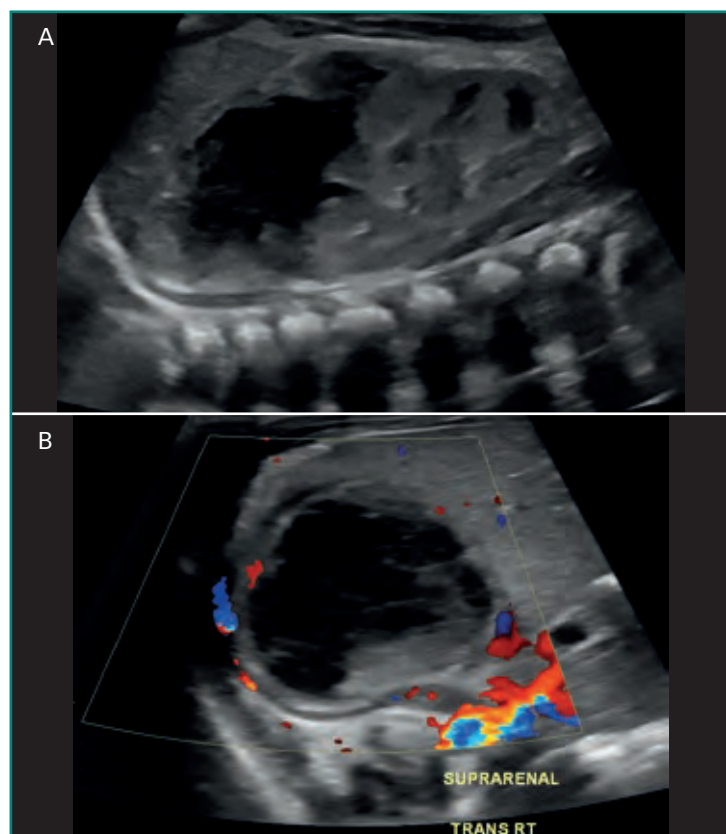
Hemorragia suprarrenal. Neonato varón de una semana de edad, macrosómico y nacido por parto de nalgas. A: ecografía renal, corte longitudinal centrado en el espacio suprarrenal derecho. Se observa una masa hipoecogénica (p. ej., predominantemente oscura) con efecto de masa sobre en polo superior del riñón ipsilateral, inmediatamente caudal. B: proyección transversal de la misma lesión en el mismo estudio con *doppler* color que demuestra ausencia de flujo sanguíneo vascular interno. En consecuencia, una neoplasia sólida es altamente improbable. La ecografía de seguimiento un mes más tarde mostró una marcada disminución de la lesión, confirmando el diagnóstico.
